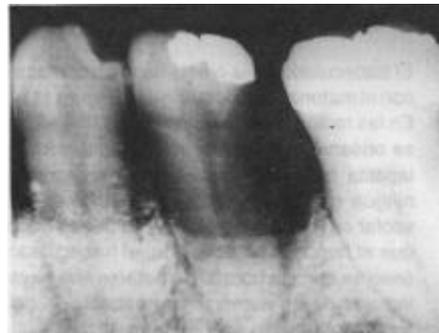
Radiografía postoperatoria 3 años después Implante en posición, nivel disminuido.
